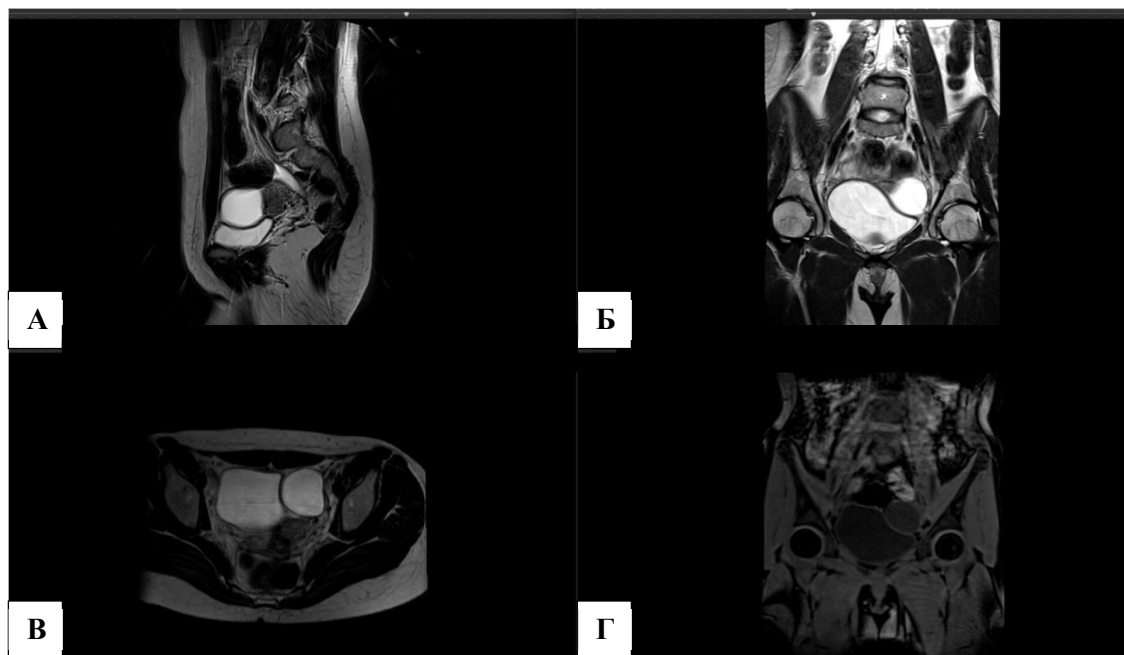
МР-томограммы. Ретенционная киста левого яичника. А) T2 ВИ сагиттальная плоскость Б) T2 ВИ фронтальная плоскость В) T2 ВИ аксиальная плоскость Г) T1FS ВИ корональная плоскость
